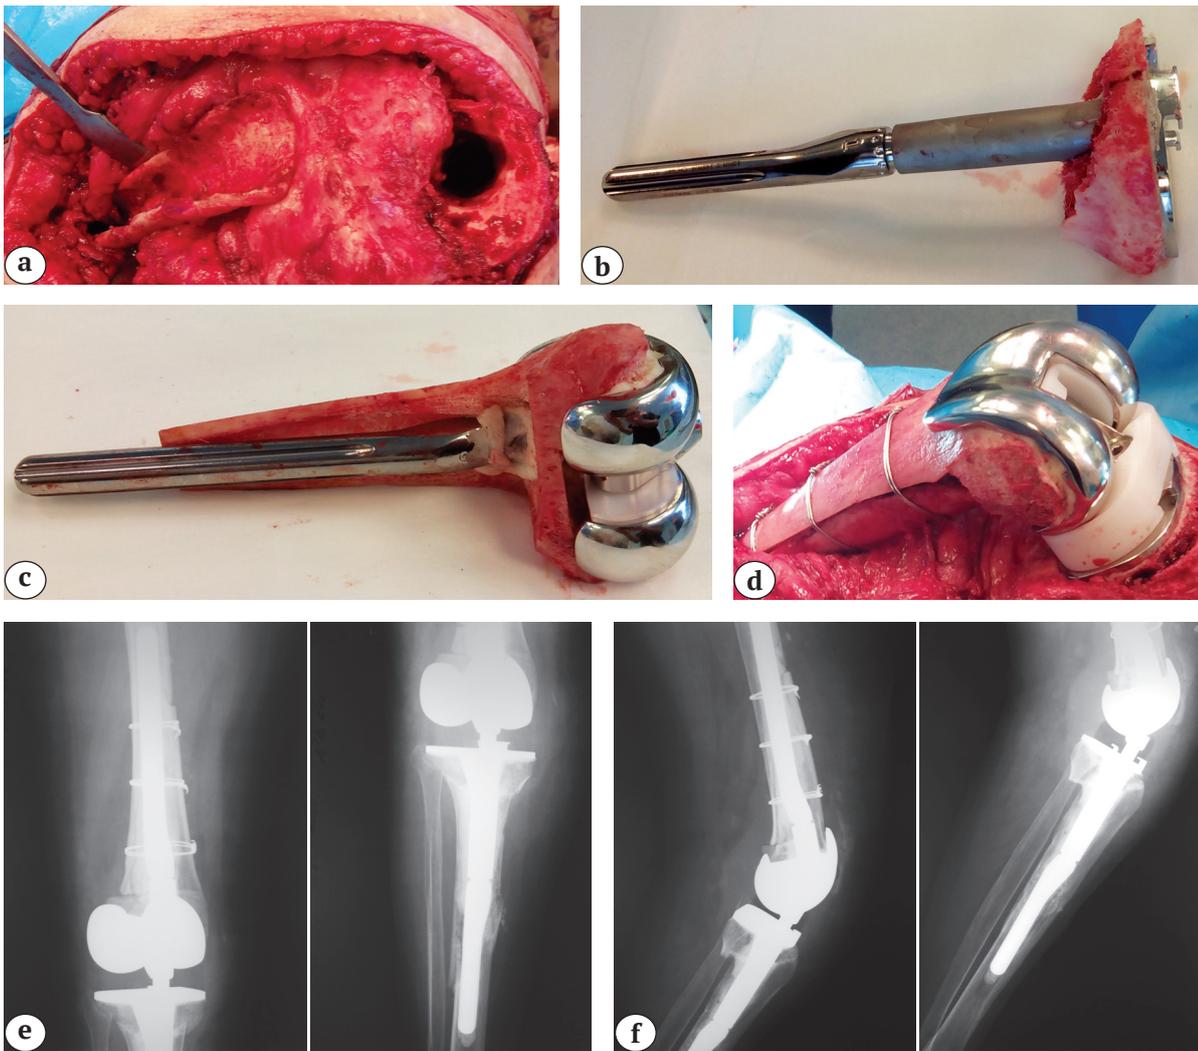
Резэндотезирование коленного сустава пациентки: а — костные дефекты бедренной и большеберцовой костей 3 типа по AORI; б, с — большеберцовый и бедренный компоненты эндопротеза с моделированными структурными аллотрансплантатами; д — имплантированный шарнирный эндопротез со структурными аллотрансплантатами; е, ф — послеоперационные рентгенограммы коленного сустава: прямая и боковая проекции
